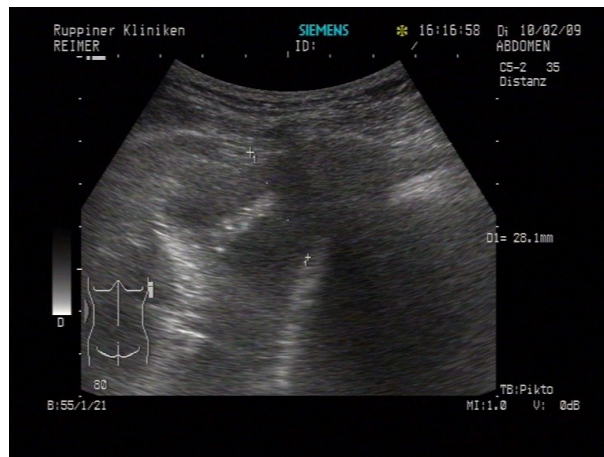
Sonographisches Bild eines rechtsseitigen Pleuraerguss
